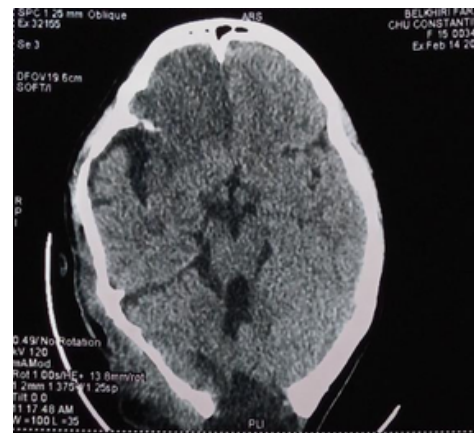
TDM cérébrale réalisée un jour après la thrombolyse.
